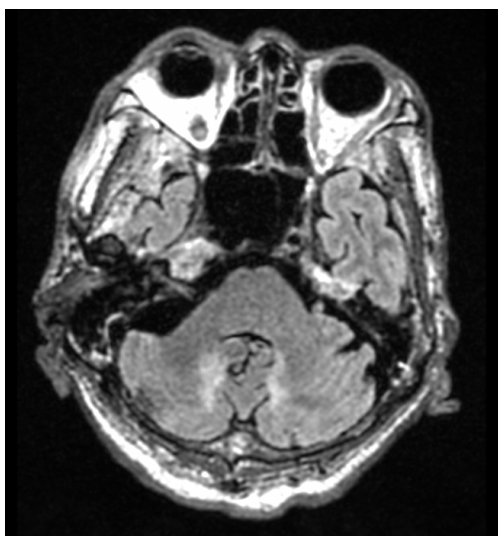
来院時MRI FLAIR像 (X年7月)
